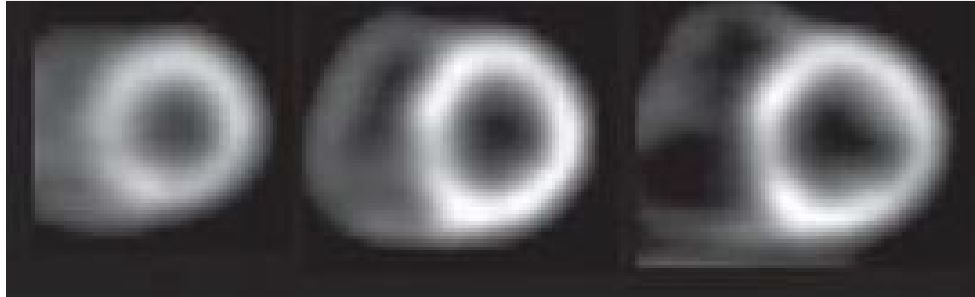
Imágenes típicas de un estudio PET del corazón (Imagen tomada de [69]).
